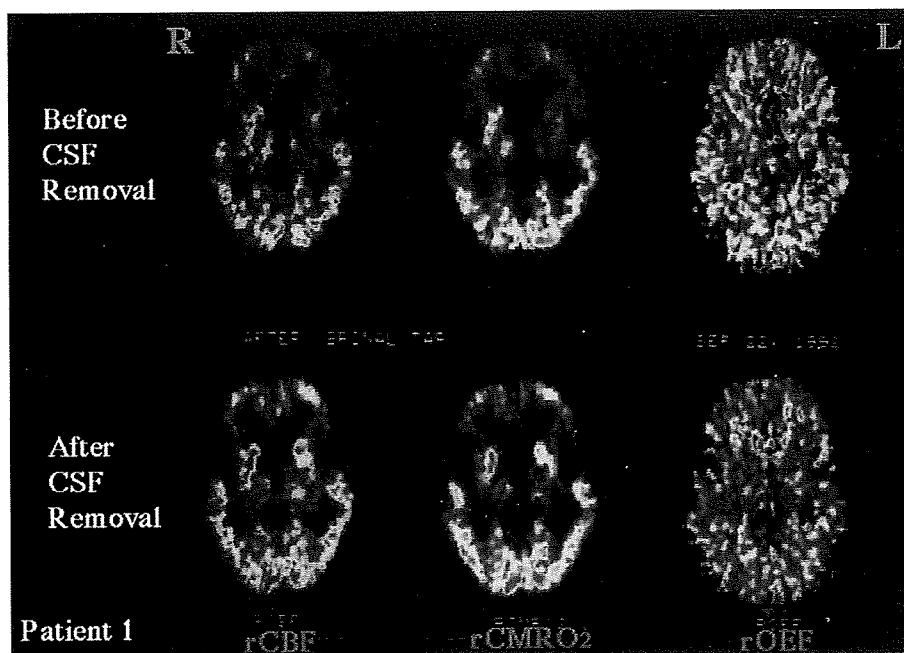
PET 画像(基底核と視床を含む断面)
